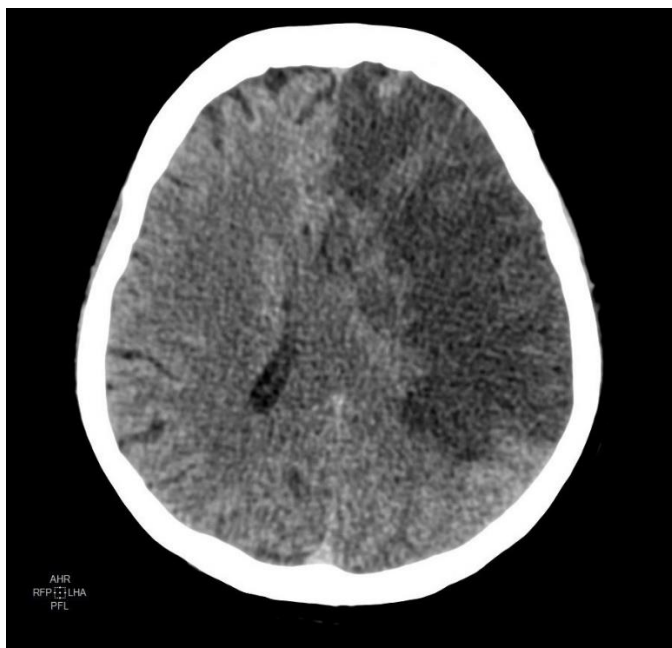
Больной А., 50 лет. Диагноз: ОНМК по ишемическому типу, острая стадия. МСКТ о 12 до 48 часов.
